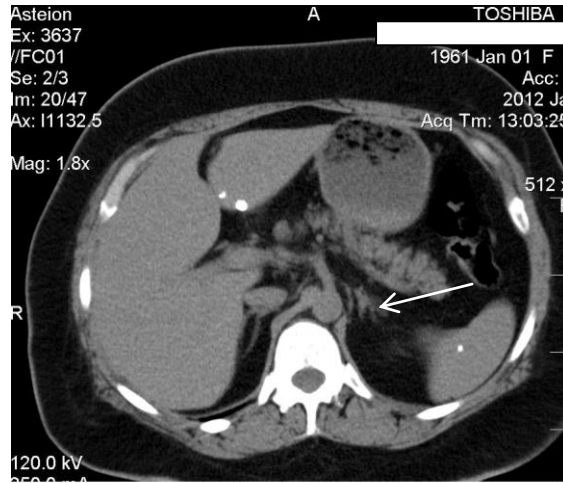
КТ однобічної вузлової гіперплазії лівої НЗ з відсутніми структурними змінами правої НЗ.
